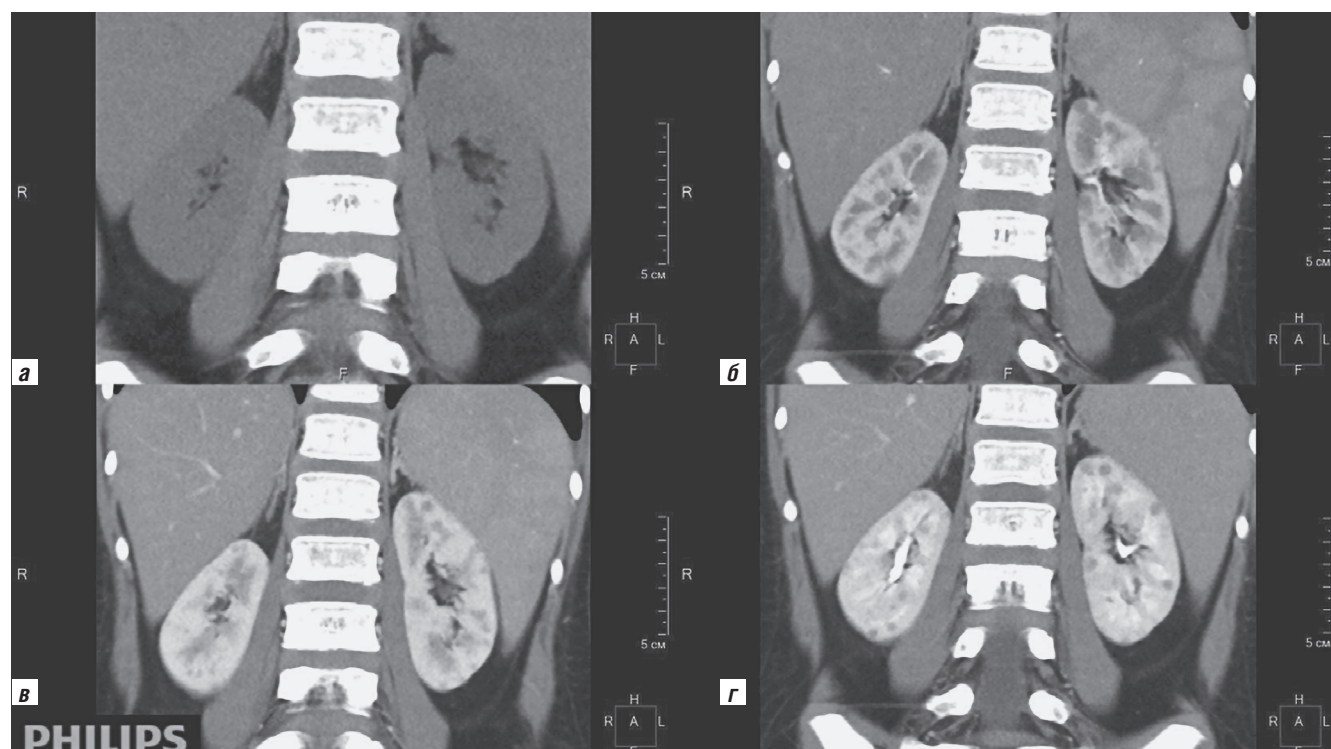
Компьютерная томография до начала лечения (октябрь 2022 г.) в коронарной проекции, нативная фаза — без контрастирования (а), артериальная (б), венозная (в) и отсроченная (г) фазы сканирования. По данным исследования выявляются множественные очаги, субкортикальные и паренхиматозные, расположены в обеих почках, размеры 3–12 мм, без признаков активного накопления контрастного препарата во все фазы сканирования
